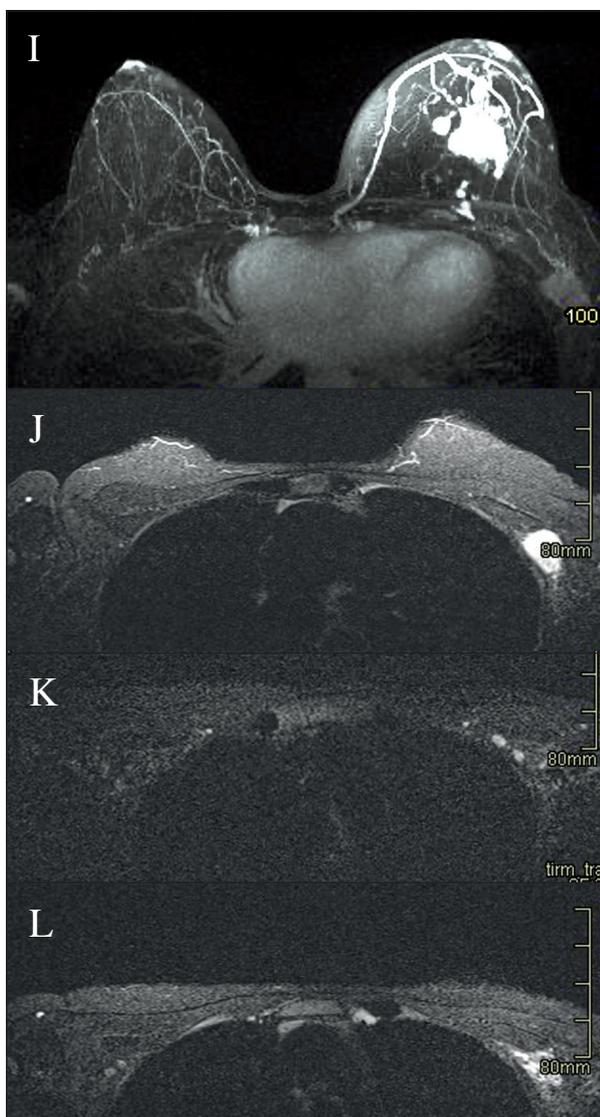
(Cont.). RM de estadificación. En la secuencia de reconstrucción 3D (I) puede apreciarse una extensión posterior a la lesión principal y a las lesiones adyacentes que alcanza el músculo pectoral no visible en la ecografía ni en la tomosíntesis, lo que indica mayor tamaño del carcinoma multifocal. En la secuencia T2 se objetivan el ganglio metastásico biopsiado en el nivel I conocido (J), dos ganglios de pequeño tamaño en el nivel II (K) y otro en la región mamaria interna (L), ambos no detectados en la ecografía de estadificación.
